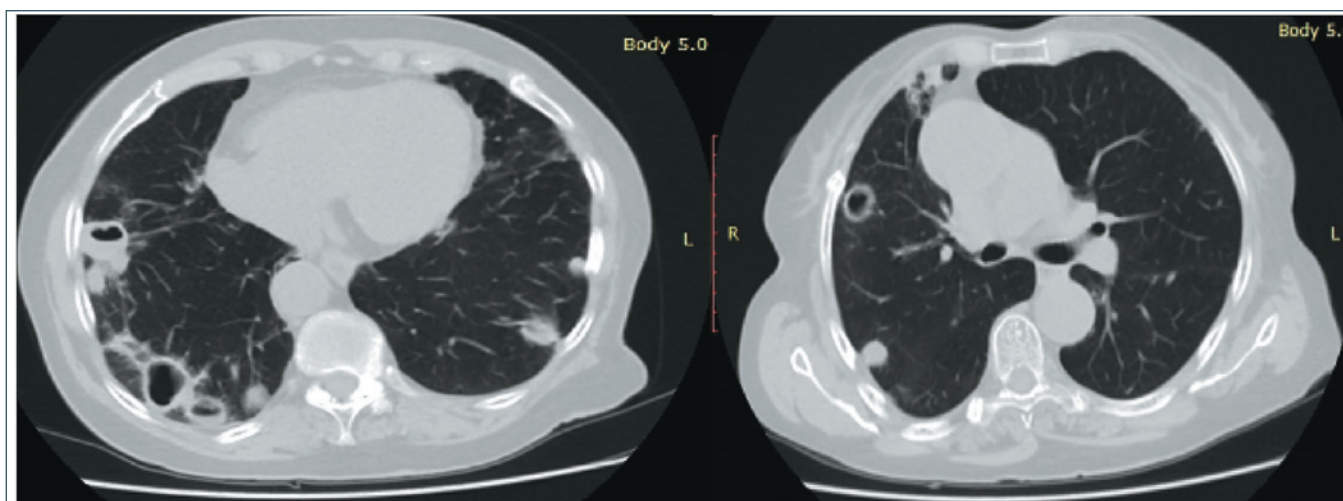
Ревматоидный артрит, серопозитивный, активность 3, стадия 3. Ревматоидное легкое. КТ органов грудной клетки
